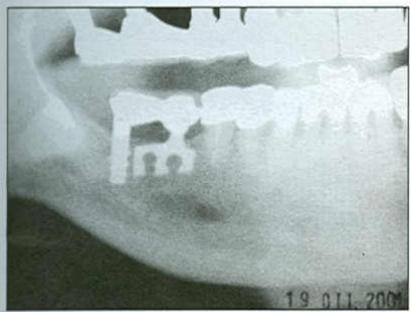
Рентгенологическая картина через 6 месяцев после цементирования протеза. Компактные слои расположены так близко друг к другу, что даже незначительного размера пластиночный имплантат граничит с этими слоями кости
